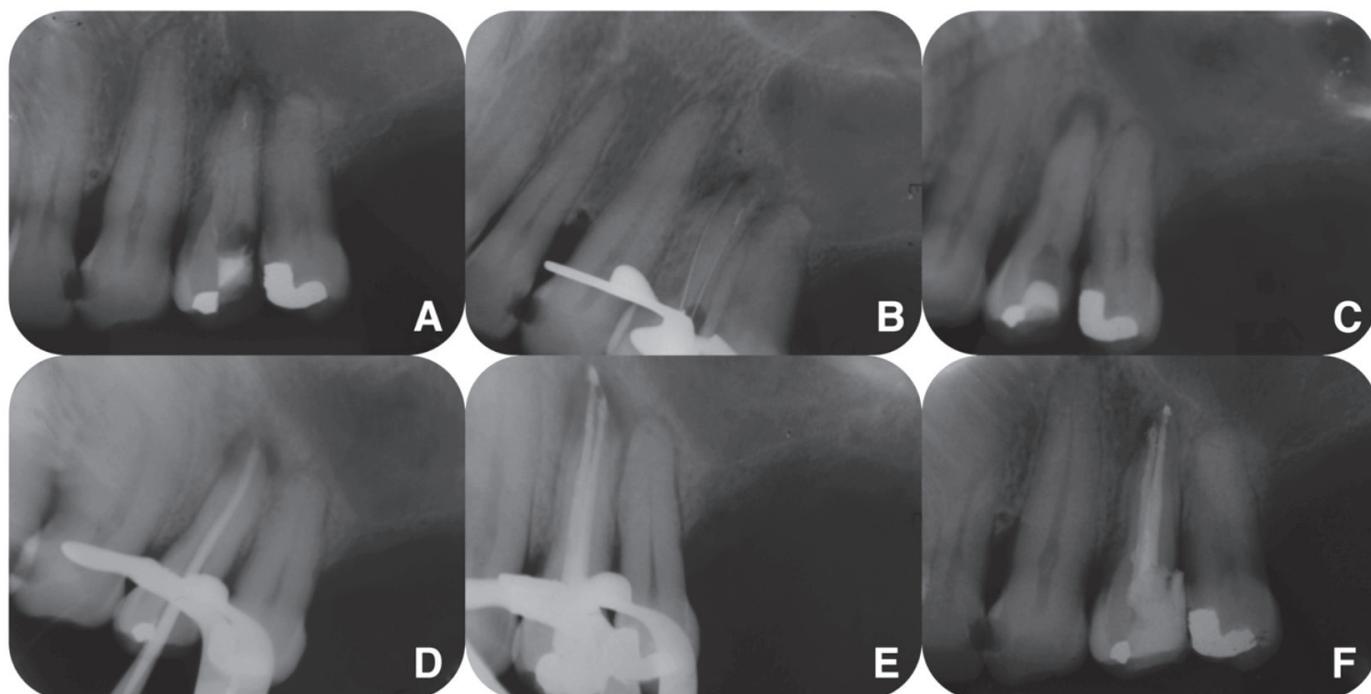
A - Radiografia periapical de diagnóstico evidenciando a lima fraturada no terço apical. B - Técnica de Clark com a dissociação dos canais. C - Remoção do fragmento. D - Qualidade da obturação. E - Qualidade da obturação com a dissociação dos canais vestibular e palatino. F - Radiografia periapical de controle após 3 meses.
